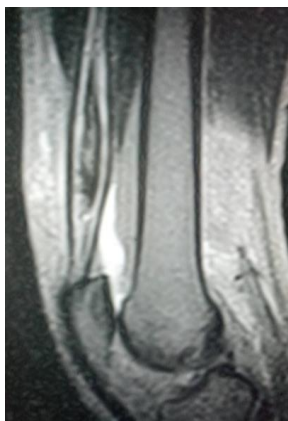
IRM du genou droit : Coupe sagittale médiane montrant une rupture incomplète du tendon du quadriceps
